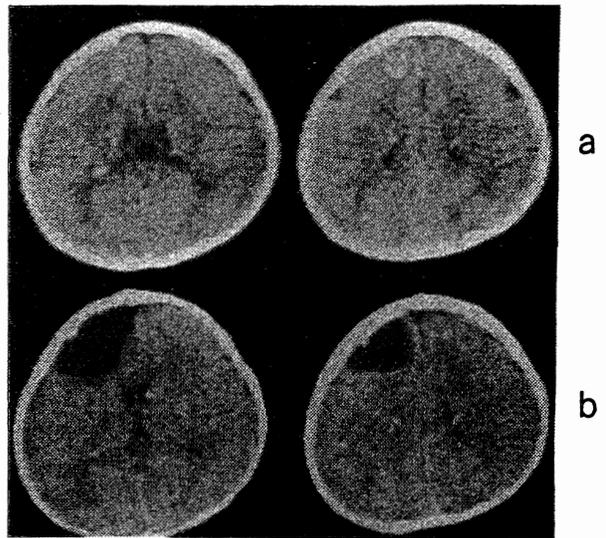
Preoperative CT scan showed subcortical tuber with calcification in the left frontal lobe.
